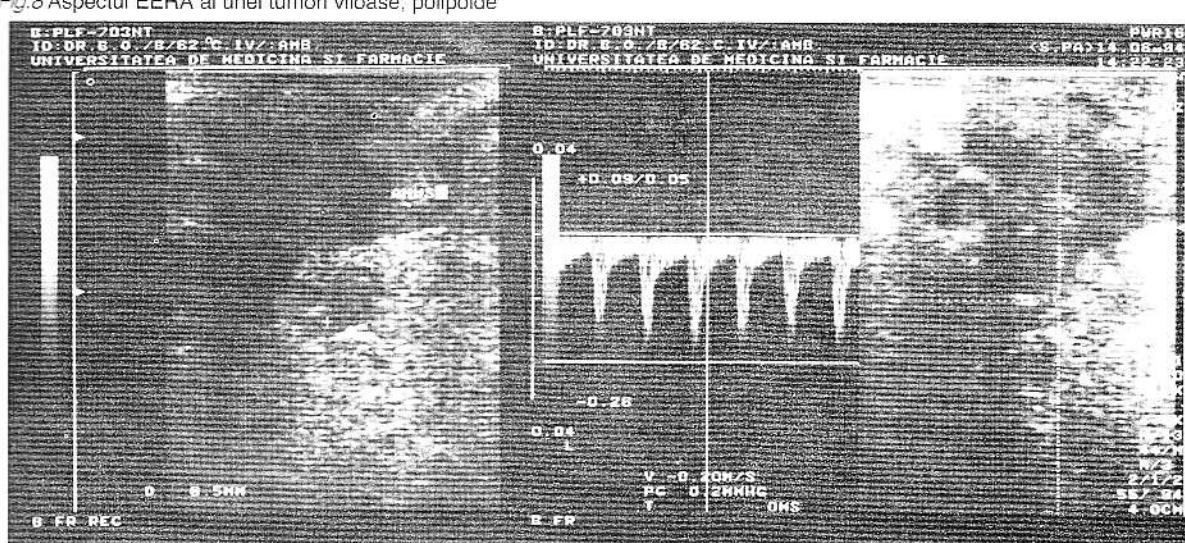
Explorare ecografică endorectală combinată cu tehnica Doppler pulsat
